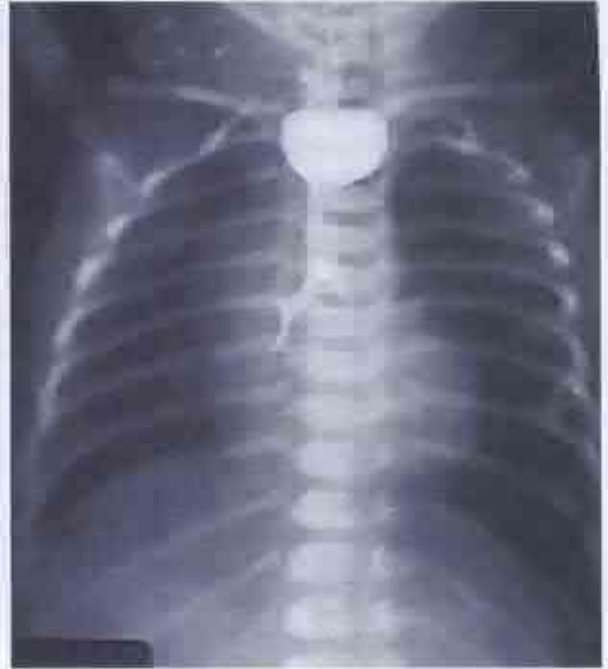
Radiografie toracică. Prezența sondei radioopace în esofagul superior.
